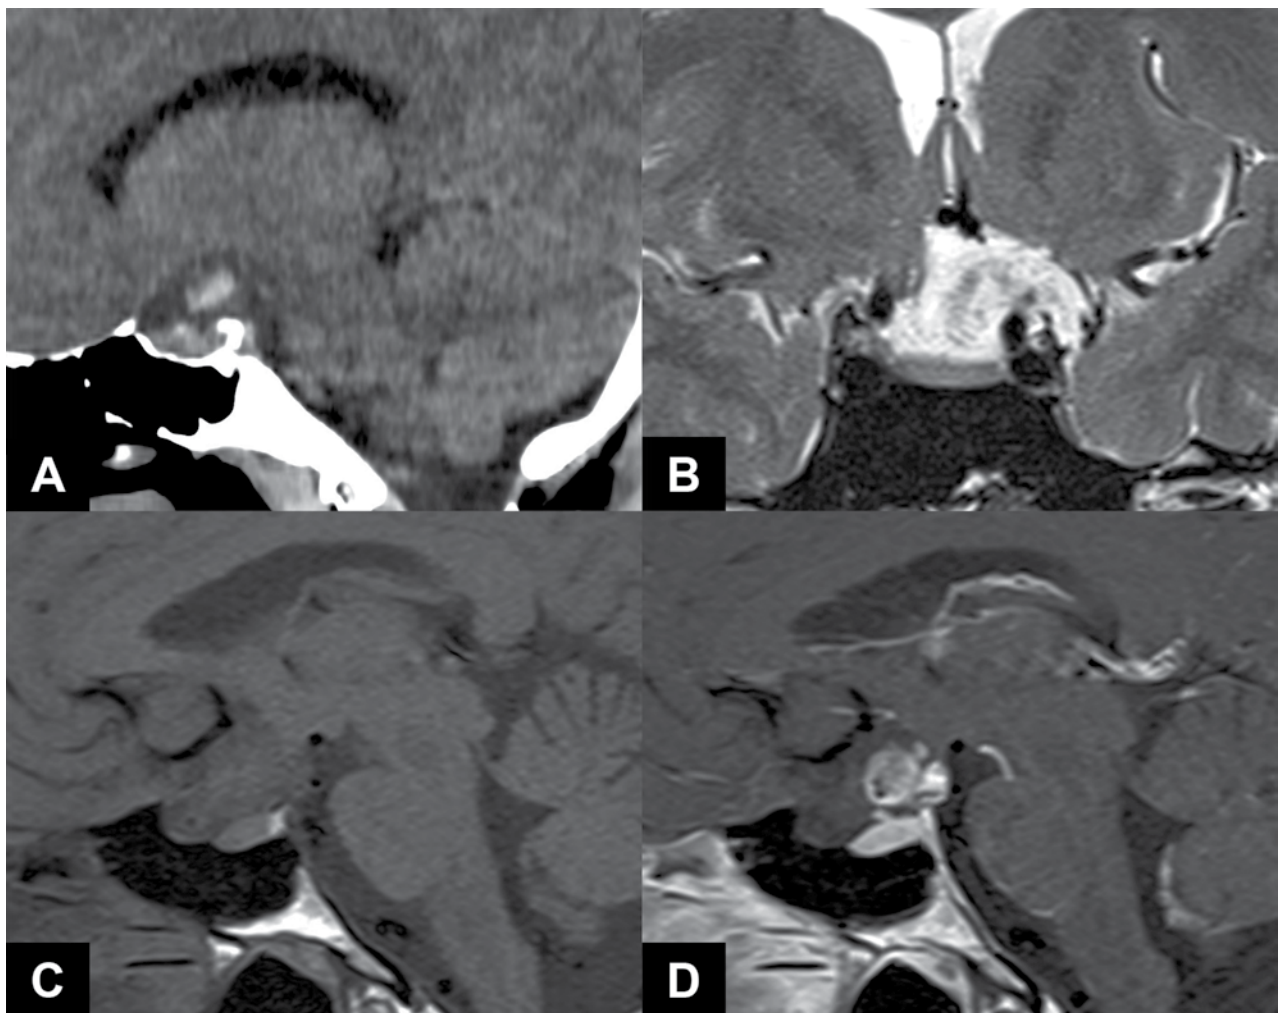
A) TAC de cerebro. Corte sagital. Se observa sangrado en la cisterna supraselar; B) RM selar T2. Corte coronal: se observa tumor supraselar hiperintenso; quiasma óptico y nervio óptico izquierdos comprometidos. C) RM selar T1. Corte sagital sin contraste: se observa lesión isointensa a nivel del quiasma y nervio óptico. D) RM selar T1. Corte sagital con contraste: se observa área de focal de realce con el Gadolinio.
